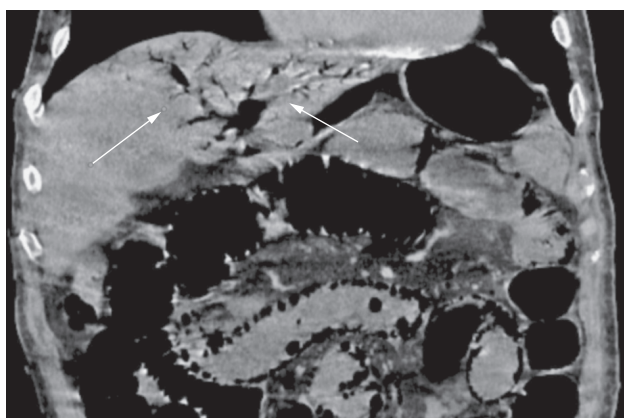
КТ органов брюшной полости, венозная фаза сканирования. Наличие воздуха в системе воротной вены печени
